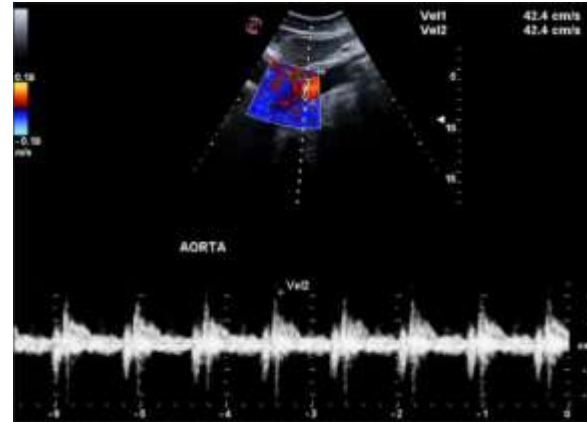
Doppler color y onda pulsada muestran un flujo turbulento y una velocidad sistólica máxima elevada dentro del segmento estrechado de la aorta abdominal.
